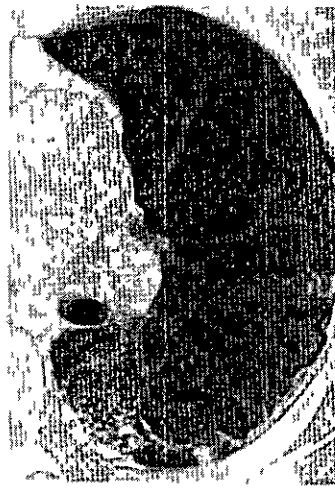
典型例における CT 画像上の変化
